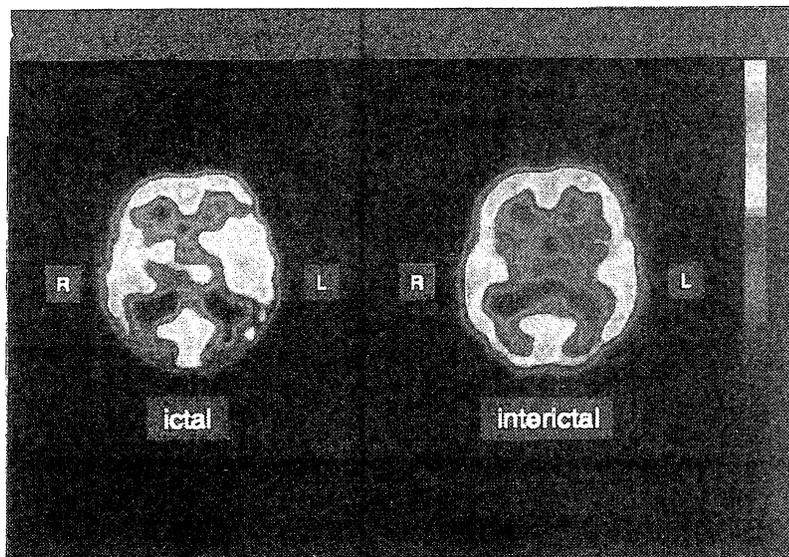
発作時（平成7年6月22日、左図）および発作間歇時（平成7年7月13日、右図）の脳血流SPECT
